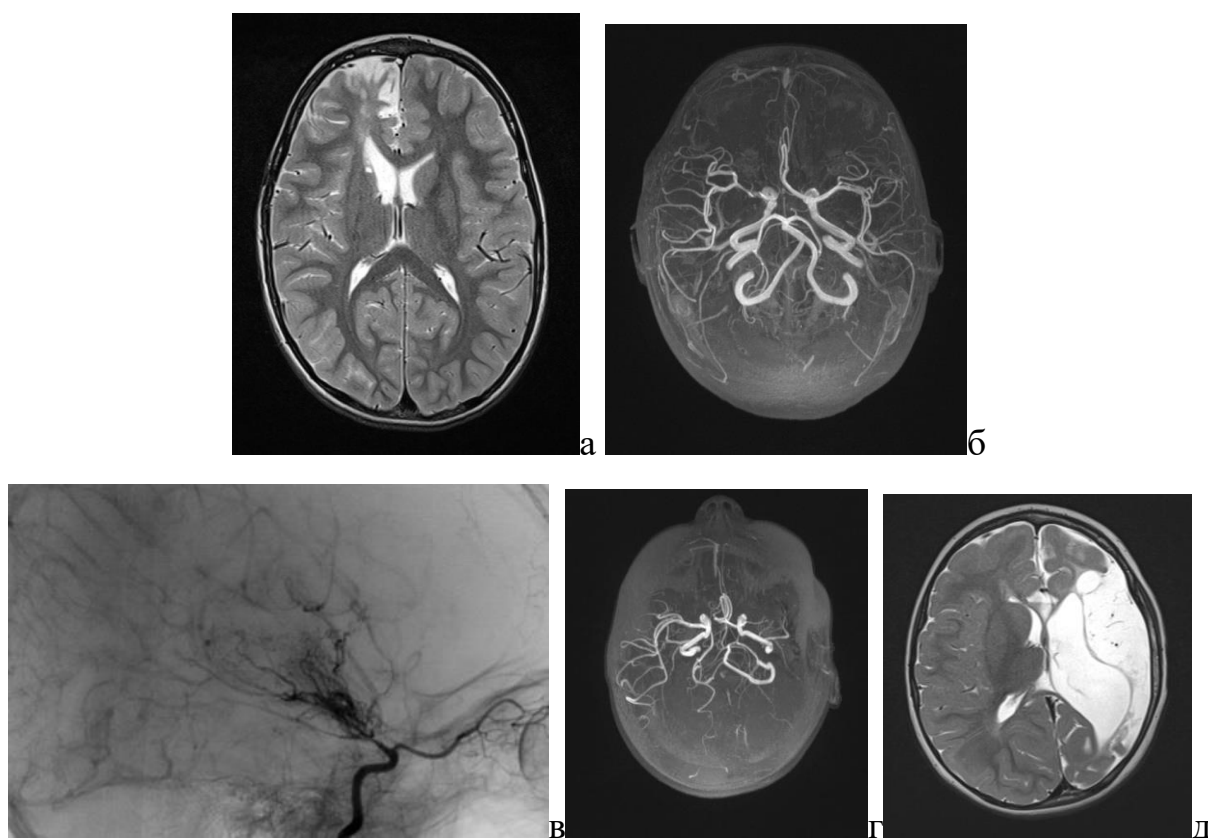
а) Больной Л., 4 года, ИБ 4879/490 – 2016 г. МРТ T2 режим: глиозные изменения в перивентрикулярной зоне, в правой лобной доле, расширение переднего рога правого бокового желудочка. б) МР ангиограмма: стеноз правых СМА и ПМА. в) Больная Л., 6 лет, ИБ 2258 – 2014. ЦАГ: стеноз развилки ВСА и базальная сеть артериальных анастомозов. г, д) Больная В., 2 года, ИБ 2293/219 – 2017. Гипоплазия/субокклюзия левой СМА. Кисты левого полушария головного мозга
